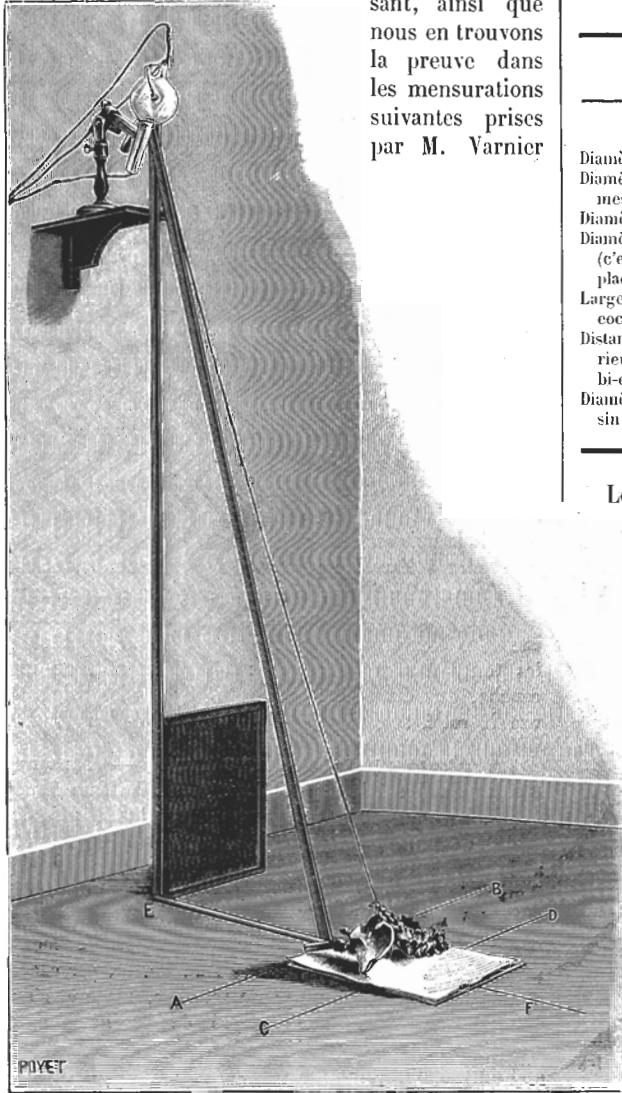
Dispositif Varnier pour la radiographie.
